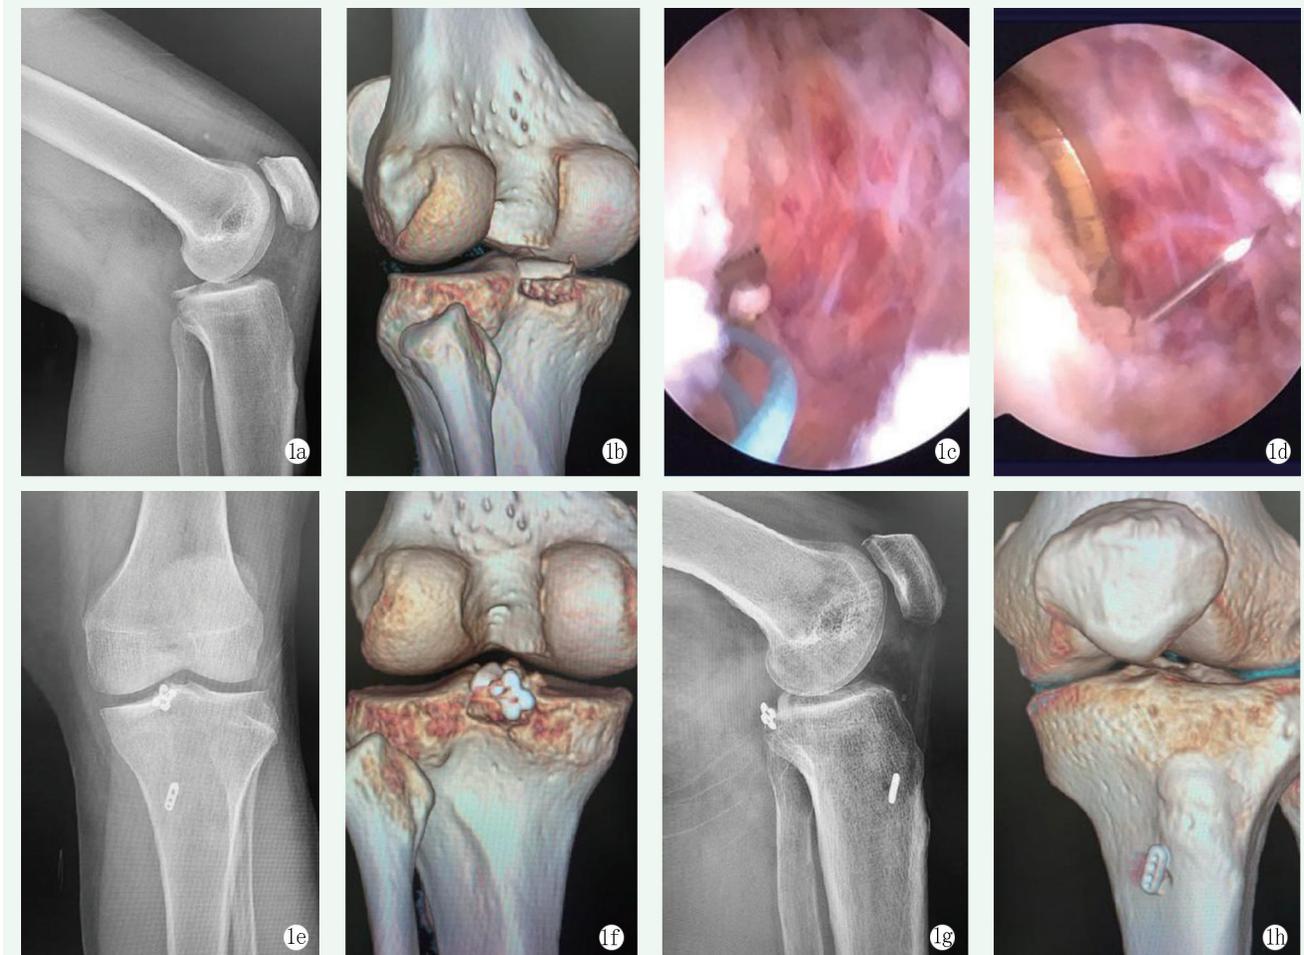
患者女性，45 岁。1a, 1b: 术前 X 线片、CT 重建显示 PCL 止点撕脱性骨折，骨折块完整，明显移位；1c: 图片显示 Ethibond 5 号线绕 PCL 镜下止点处打结；1d: 镜下显示复位骨折块，打入导针；1e, 1f: 术后复查 X 线片、三维 CT 显示骨折复位好，内固定位置良好；1g, 1h: 术后 3 个月 X 线片、三维 CT 显示骨折愈合良好，内固定无移位。
